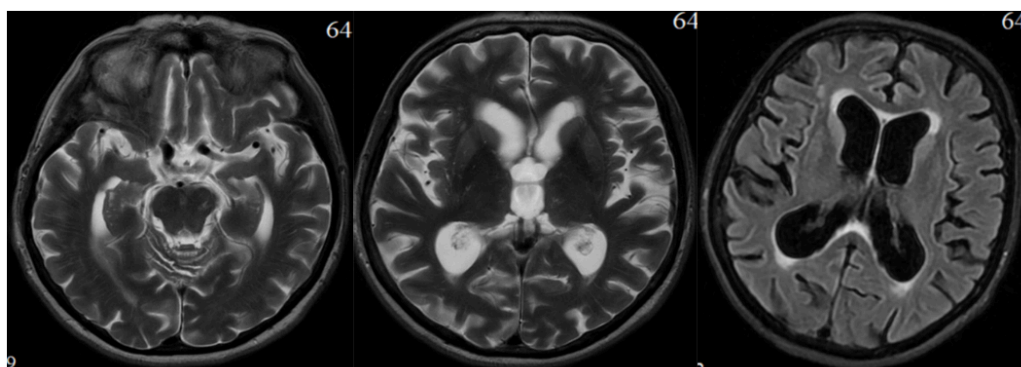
МРТ пациентки Н. (AX T2; AX T2 Flair - повышение сигнала на T2, расширение желудочков мозга)
